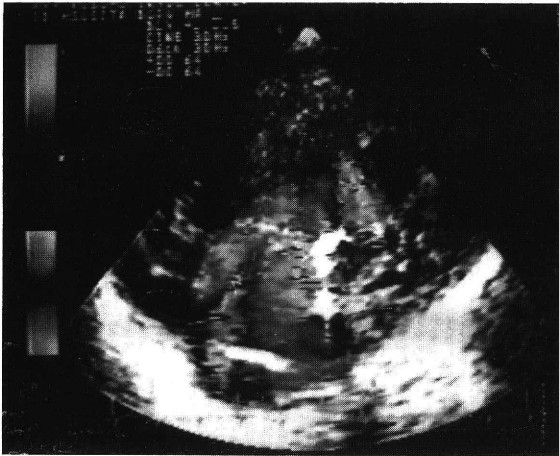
心臓超音波検査(術前)。収縮期に重度の三尖弁閉鎖不全が認められる。断層像で、两大血管右室起始、僧帽弁閉鎖、左室低形成、動脈管開存、心房中隔欠損を認めた。
